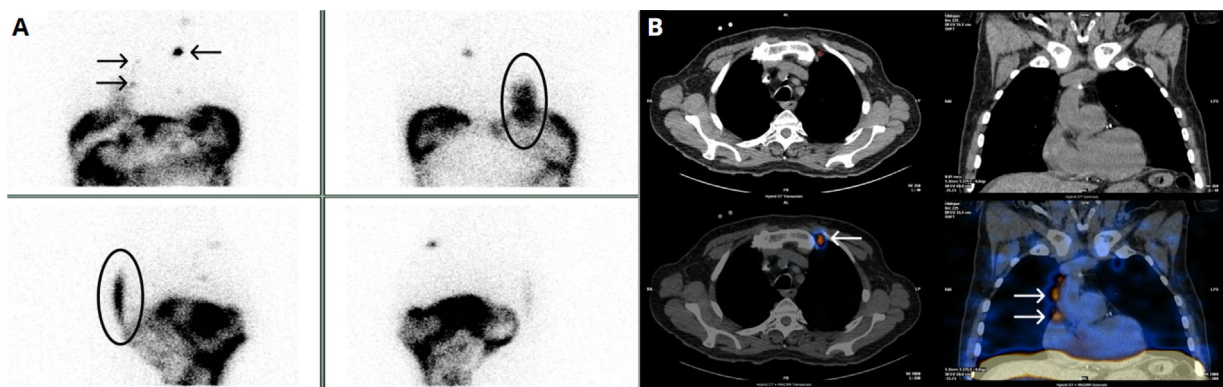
A: Paso del trazador a la base del hemitórax derecho posterior, diagnóstico de comunicación pleuroperitoneal (óvalos) con visualización de «hotspots» en región torácica superior izquierda y hemitórax derecho (flechas). B: SPECT-TC donde se comprueba que todos los focos descritos en imágenes planares/«hotspots», se corresponden con ganglios linfáticos toraco-mediastínicos.
